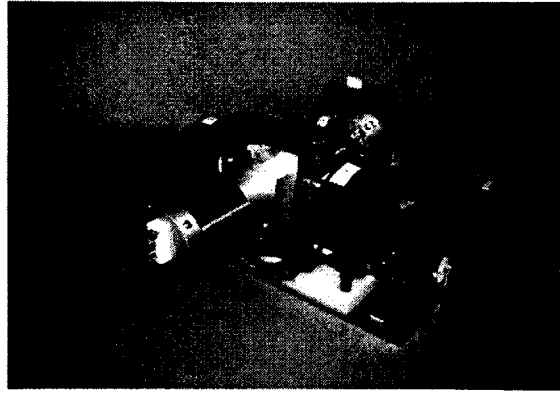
Manipulateur robotisé pour la prostate utilisant des moteurs ultrasoniques [28]
